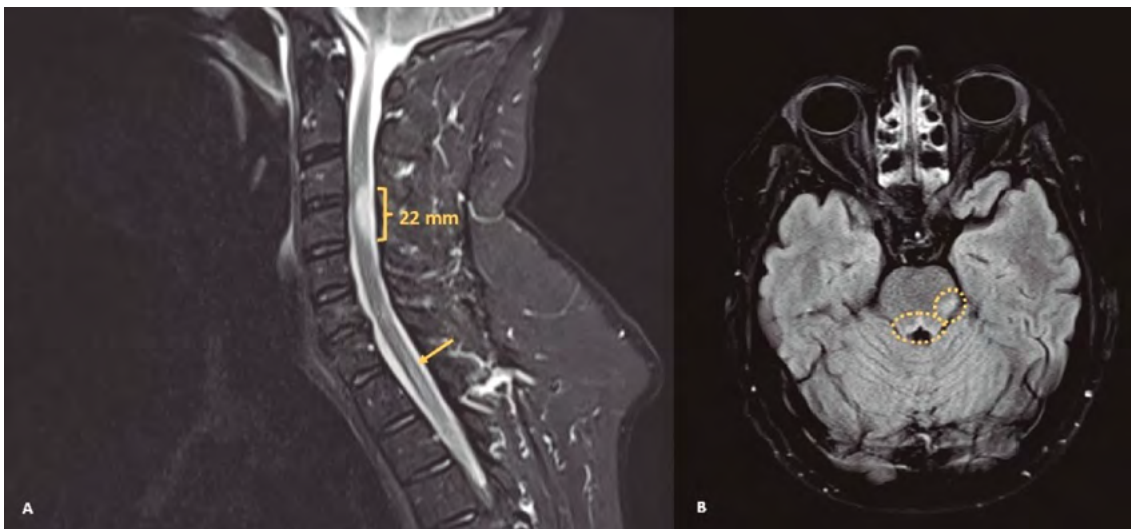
Estudio por resonancia magnética. A. Resonancia magnética cervical sagital, secuencia STIR T2: Se observa una de las lesiones hiperintensas parcheadas en la médula cervical (22 mm) y afectación difusa de la médula dorsal (flecha), incluida parcialmente en el estudio. B. Resonancia magnética craneal axial, FLAIR potenciada en T2: Áreas subcentimétricas de hiperseñal en los márgenes lateral izquierdo y posterior de la protuberancia.
